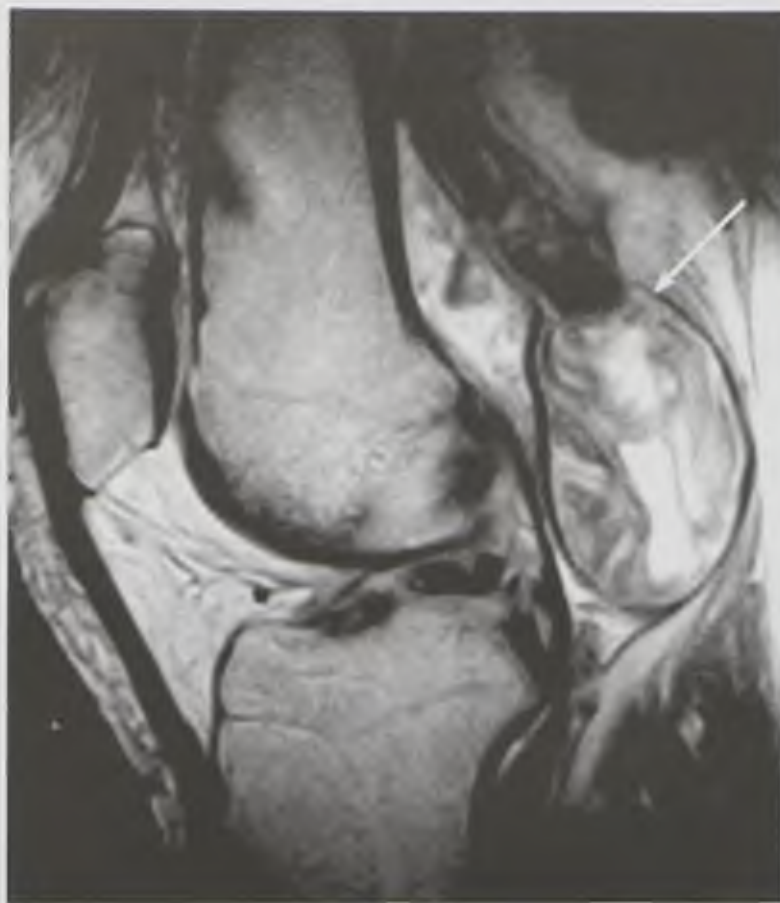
Магнитно-резонансная томограмма коленного сустава, T2-взвешенное изображение в сагиттальной плоскости. Фибролипома подколенной области. Овальное образование с четкими контурами, неоднородной структуры и интенсивности магнитно-резонансного сигнала (стрелка)
